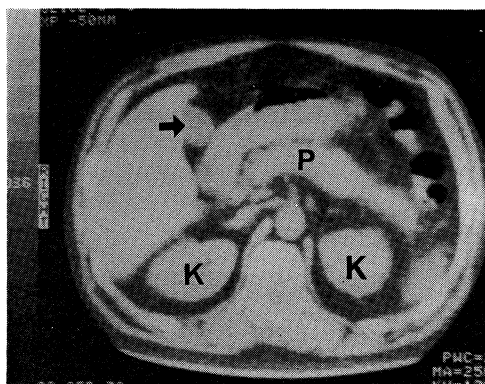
CT scan of normal liver at the level of 5 cm below xiphoid process showing gallbladder (arrow) as low density structure on visceral surface of liver. Pancreas (P) and upper poles of both kidneys (K) are also seen.
